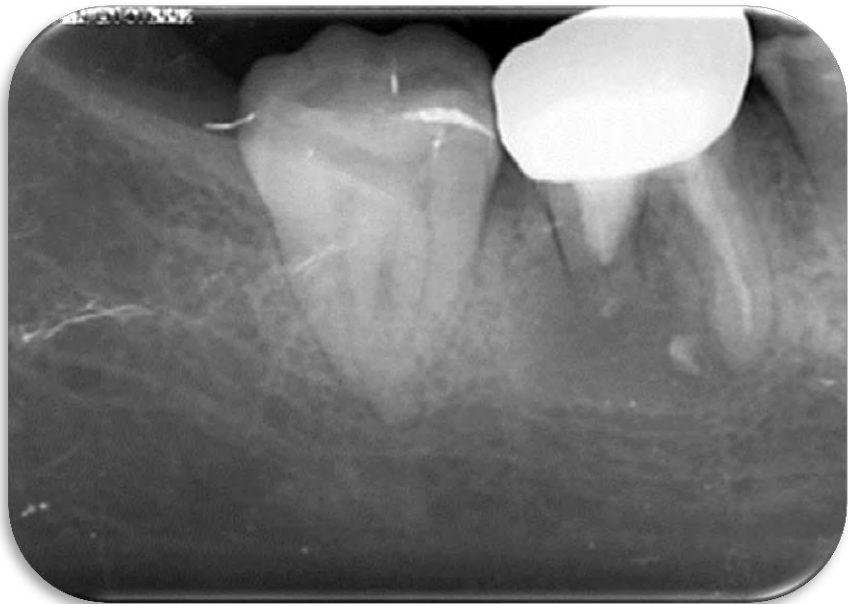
Radiografía control a los 9 meses
